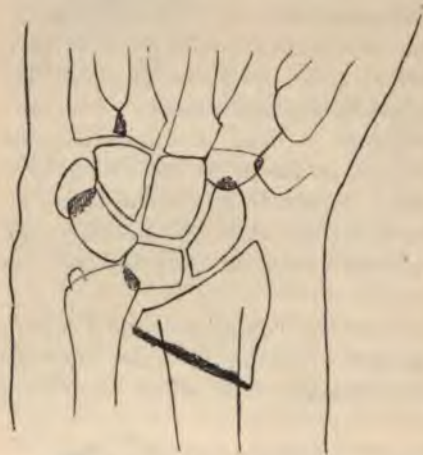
Fracture du radius prise pour une luxation du carpe en avant (le semi-lunaire est subluxé) (d'après une radiographie de Manson, in *Thèse d'ABADIE*, Montpellier, 1901-1902).
